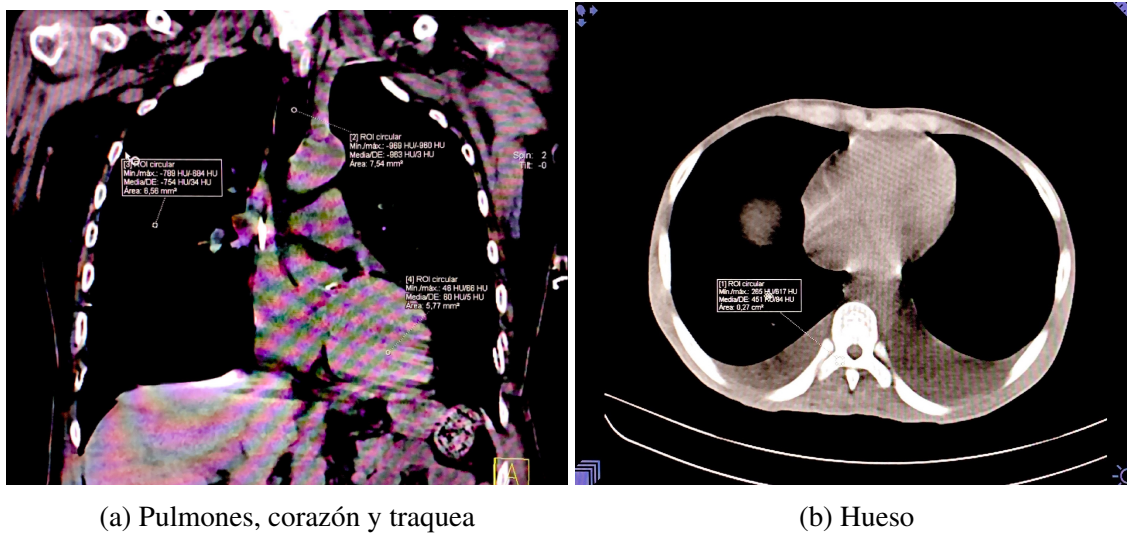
Tomografía paciente 8
